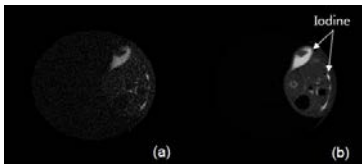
(a) Soft tissue가 제거된 iodine CT 영상, (b) 일반적인 CT 영상.
